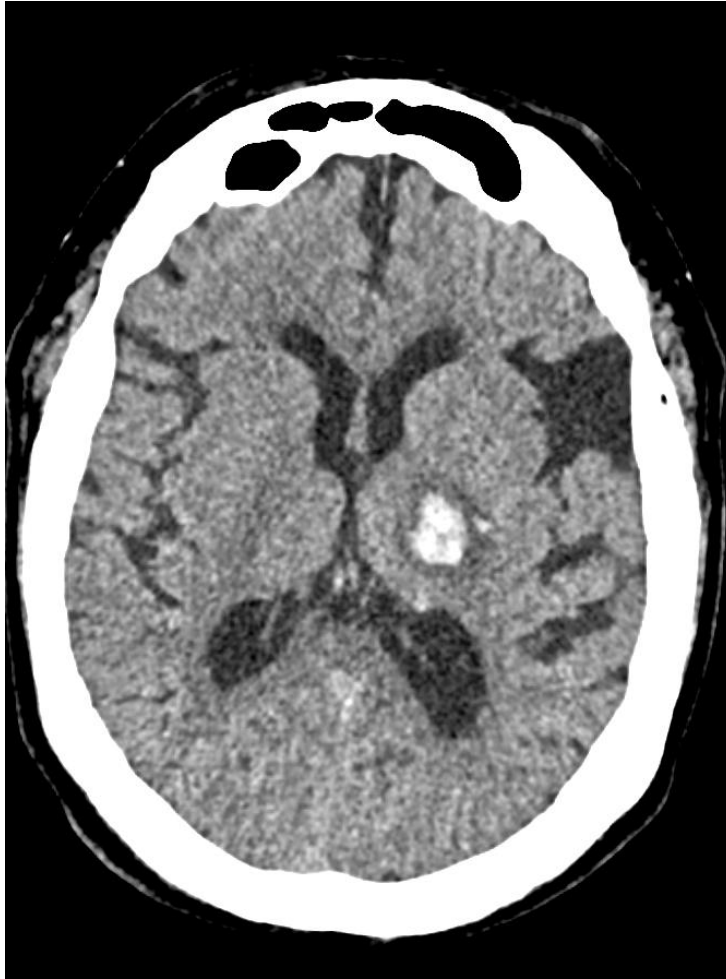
TC craneal sin contraste iv en una paciente de 62 años, con controles tensionales normales. Se aprecia un hematoma intraparenquimatoso agudo centrado en brazo posterior de la cápsula externa izquierda, con extensión a corona radiata y región anterior del tálamo. Presenta leve edema perilesional y ejerce mínimo efecto de masa sobre el ventrículo lateral izquierdo.
